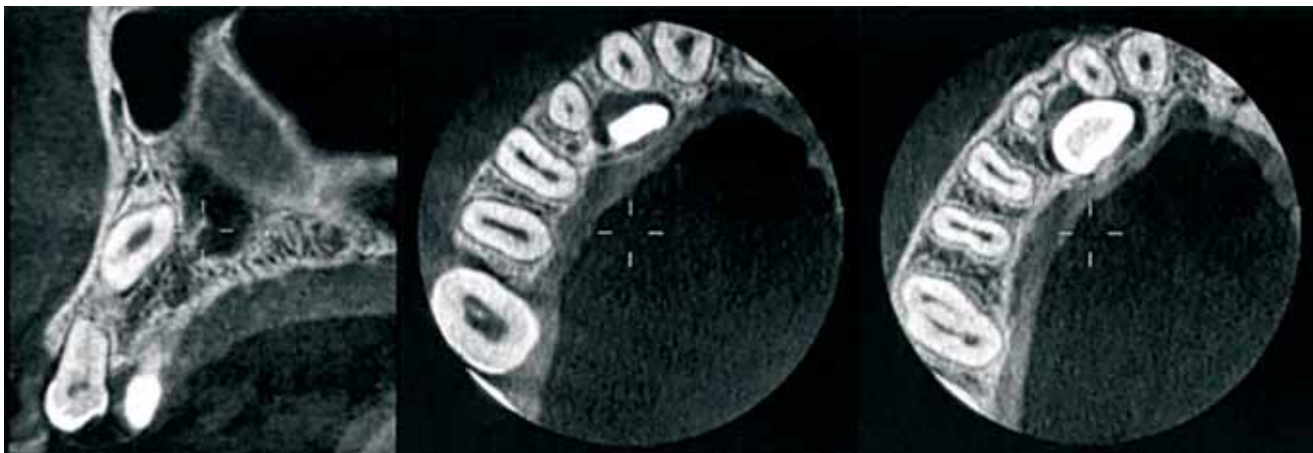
Secțiuni axiale, sagitale și coronare din tomografia computerizată cu fascicul conic, prin care se evidențiază statusul caninului inclus la începutul tratamentului ortodontic
